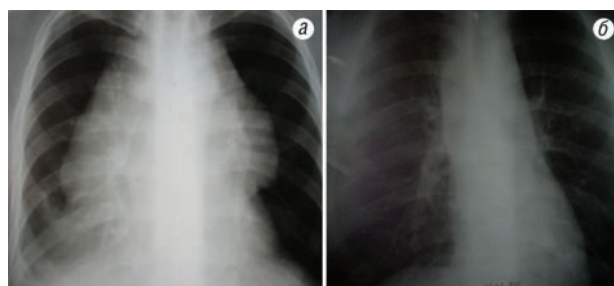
Рентгенограмма больного с тератобластомой до (а) и после (б) ВАПХТ
